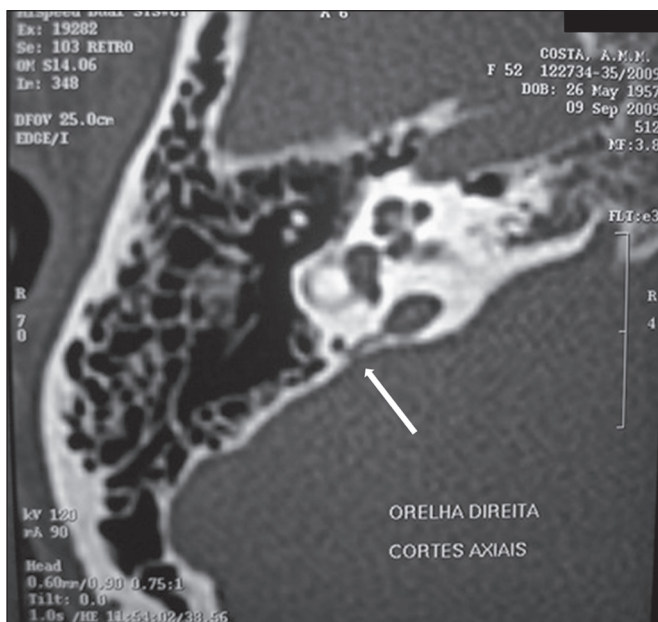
Fístula congênita perilinfática. TC, janela óssea, corte axial demonstrando comunicação anômala do aqueduto vestibular com o canal semicircular posterior (seta).
